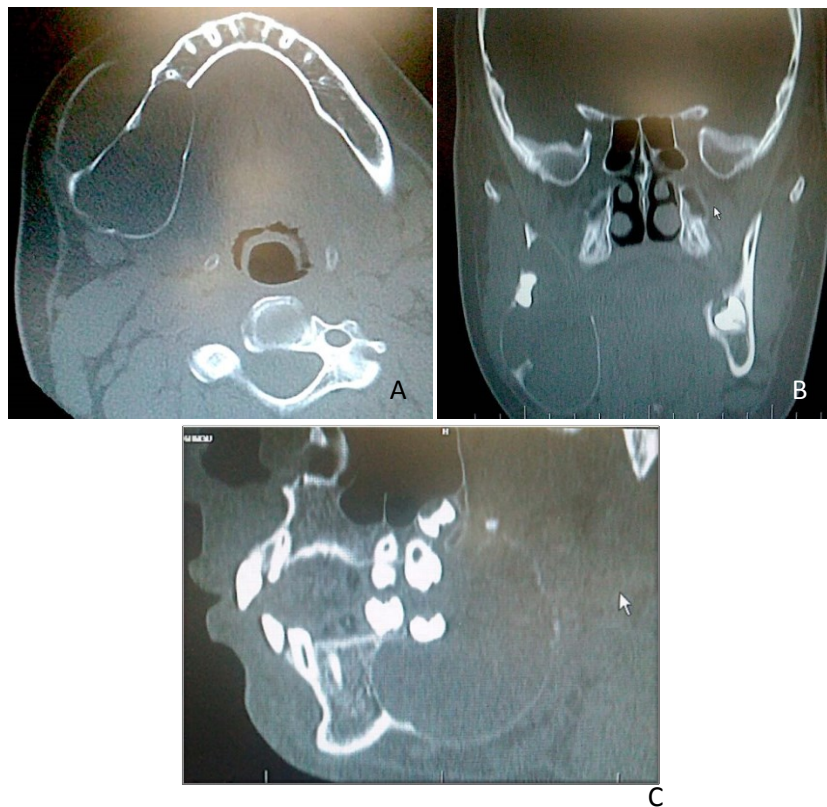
Tomografia computadorizada helicoidal demonstrando extensão da lesão e estruturas adjacentes. Reconstrução axial (A), frontal (B) e lateral (C).
